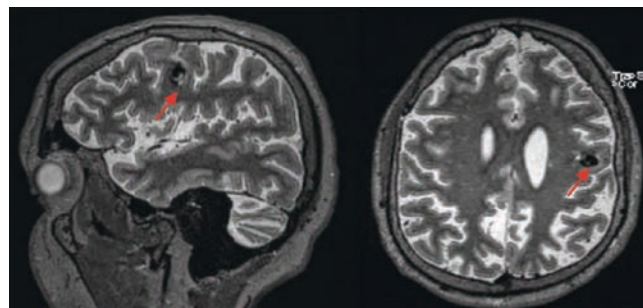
МРТ T2-ВИ головного мозга пациента В. Определяется округлое образование смешанной интенсивности.
